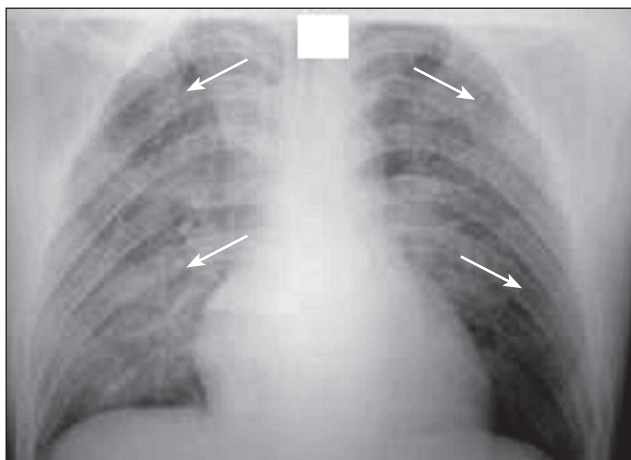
Рентгенограмма легких: острый респираторный дистресс-синдром взрослых. Двусторонние диффузные мультифокальные инфильтраты в легких (указаны стрелками)
